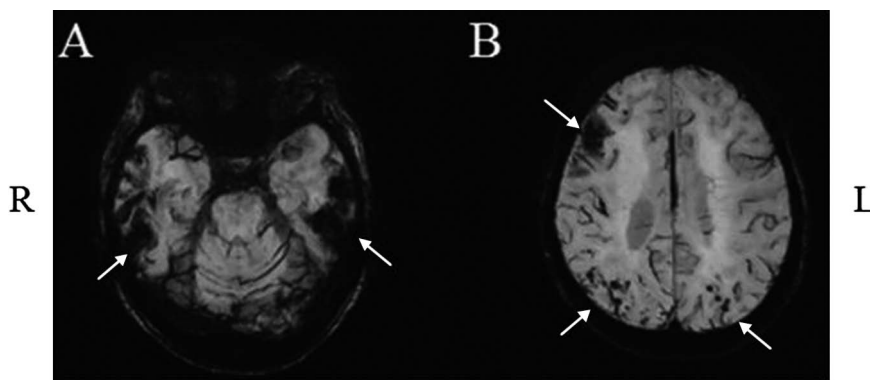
Head magnetic resonance image on day 17.
